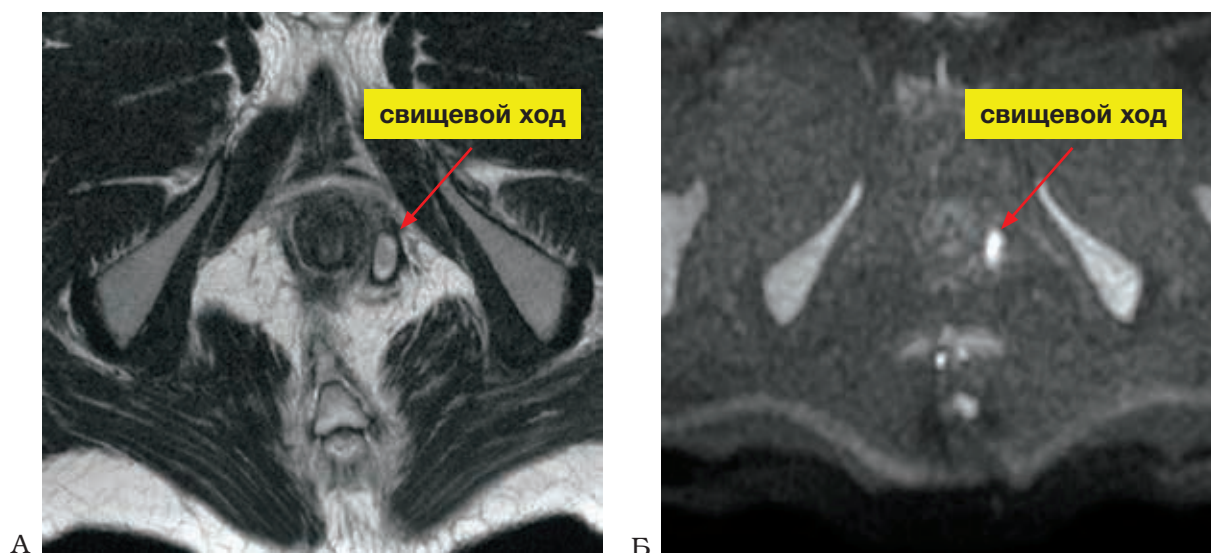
А – T2-взвешенное изображение, аксиальный срез. Б – диффузионно-взвешенное изображение (b=800). Визуализируется гиперинтенсивный сигнал от свищевого хода
